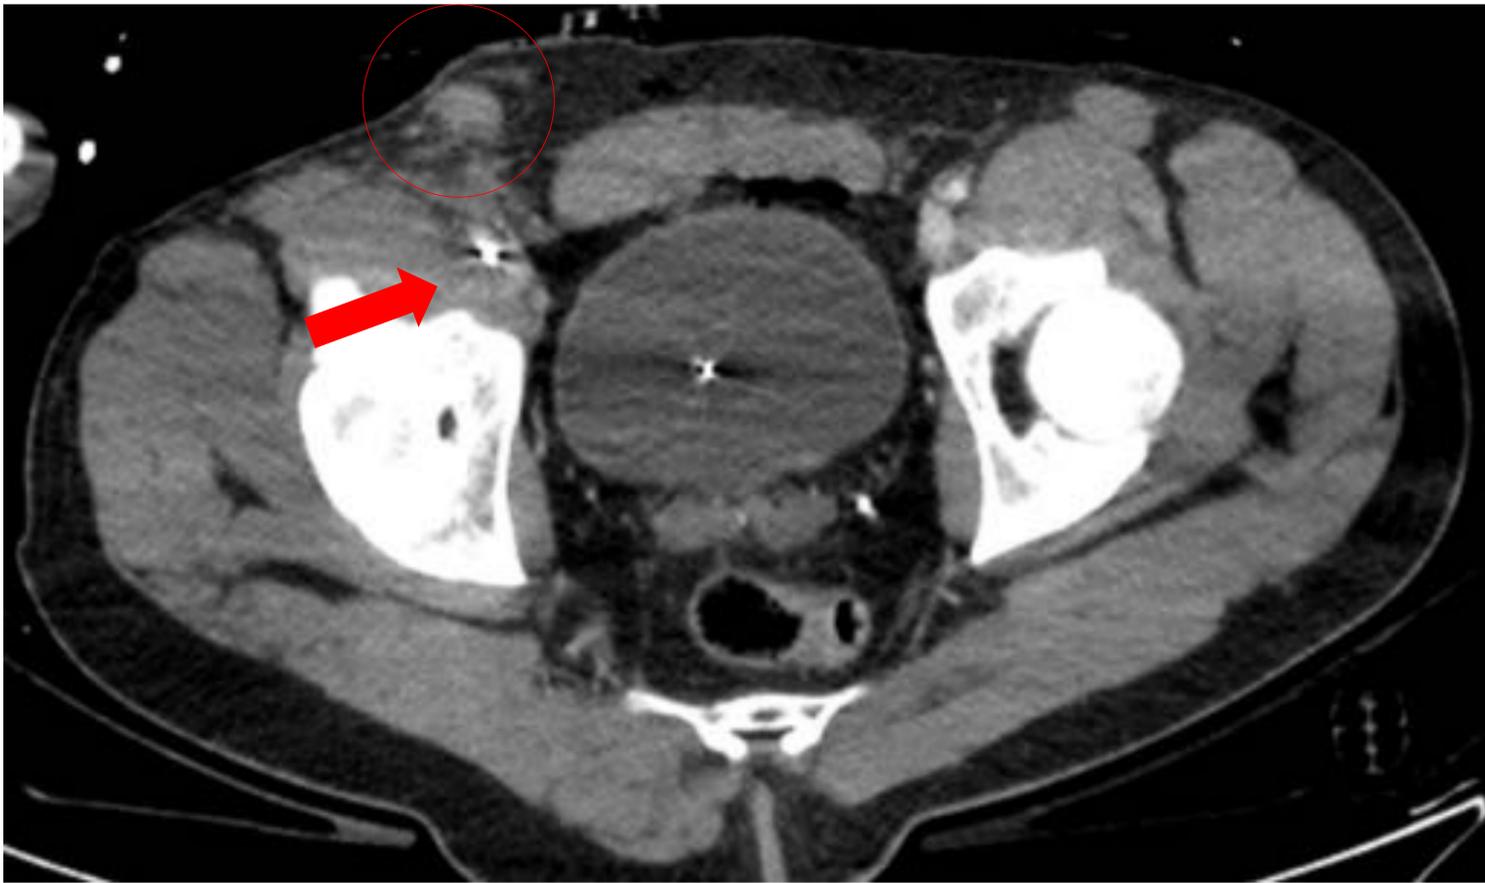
TC abdominopélvica en fase venosa en el que se aprecia pequeña colección hiperdensa en región inguinal derecha compatible con hematoma postpunción (círculo rojo) secundario a canalización de REBOA (flecha roja).
